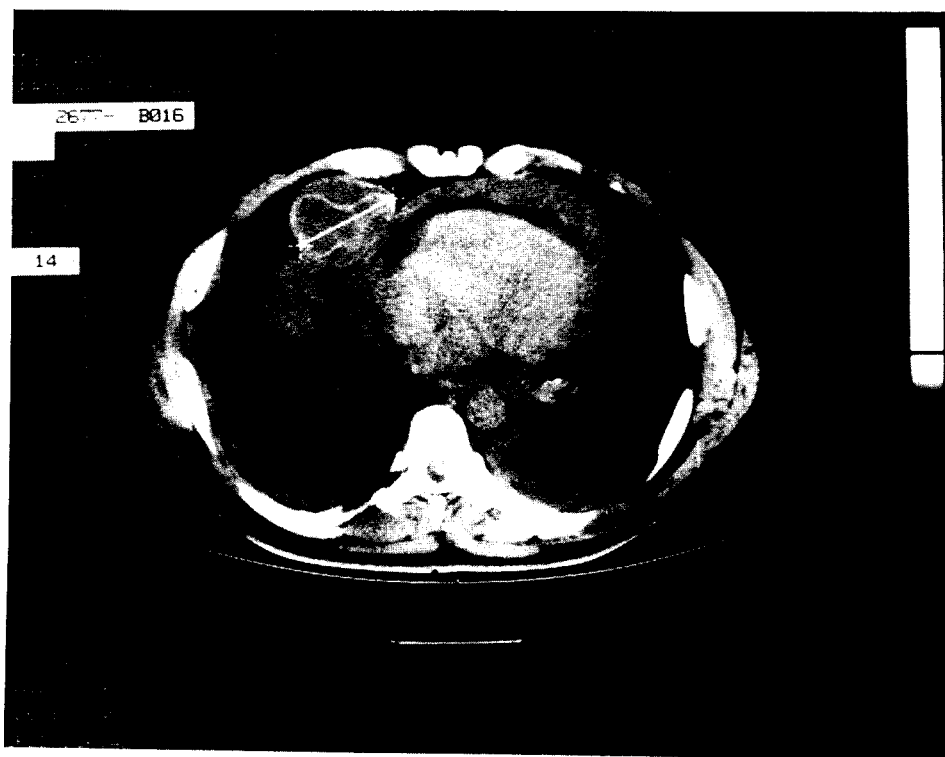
TAC: Imagen quística en el mediastino contactando con el pericardio engrosado.
